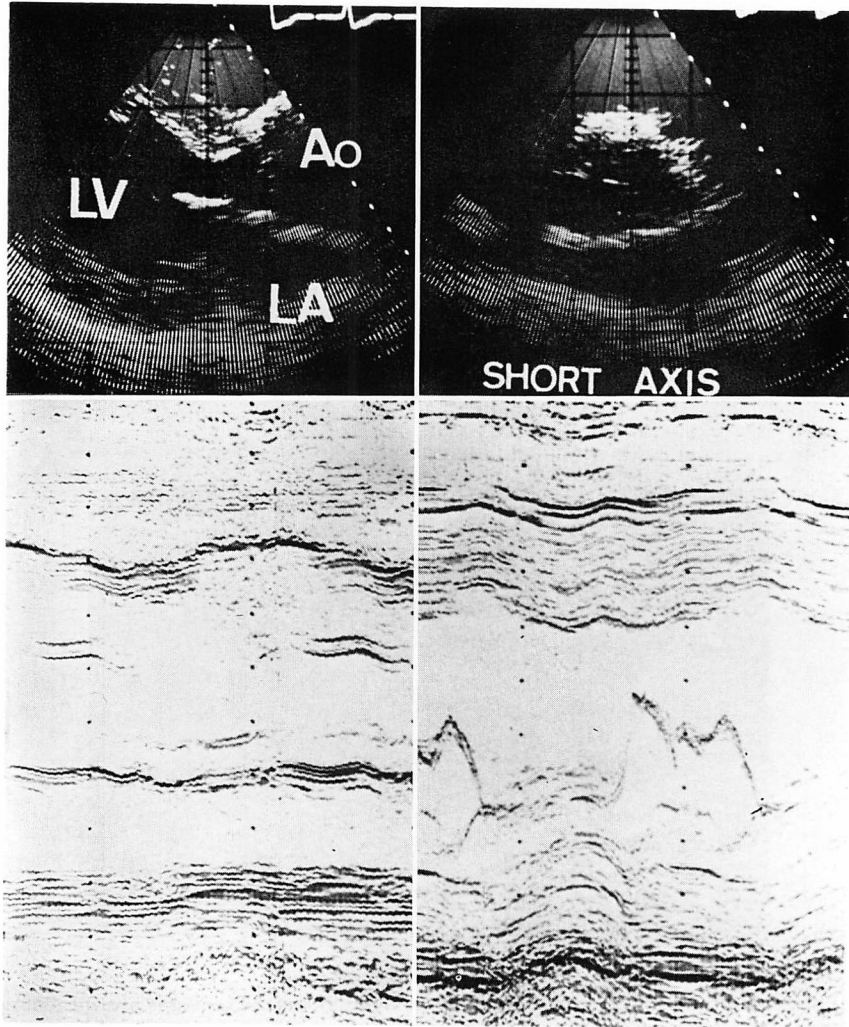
Two dimensional and M-mode echocardiograms of Case 2.
